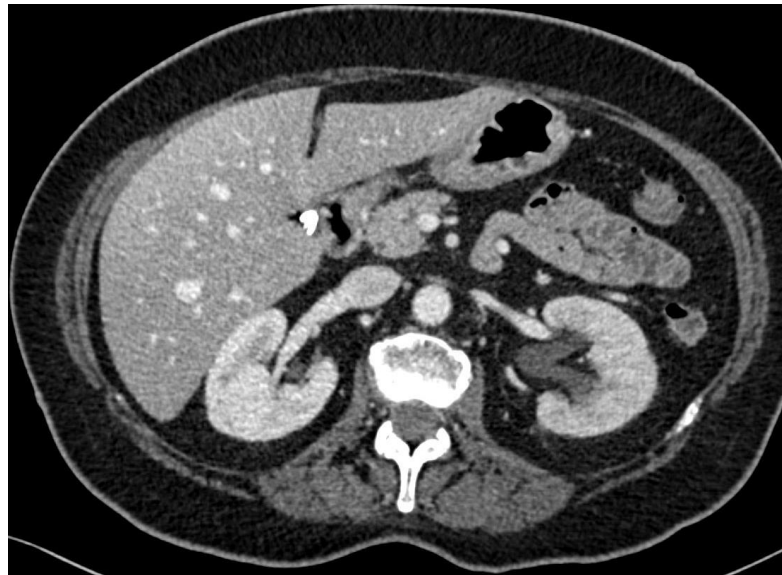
Paciente con antecedente de cistectomía radical y reconstrucción tipo Bricker por neoplasia vesical hacía 15 días que acude a urgencias por dolor abdominal y fiebre. TC abdominal con CIV en fase portal en plano axial (A) y coronal (B). Riñón izquierdo aumentado de tamaño con hipocaptación respecto al contralateral con pequeñas áreas hipodensas, sugestivo de pielonefritis. Dilatación ureteropielocalicial bilateral de predominio izquierdo.
